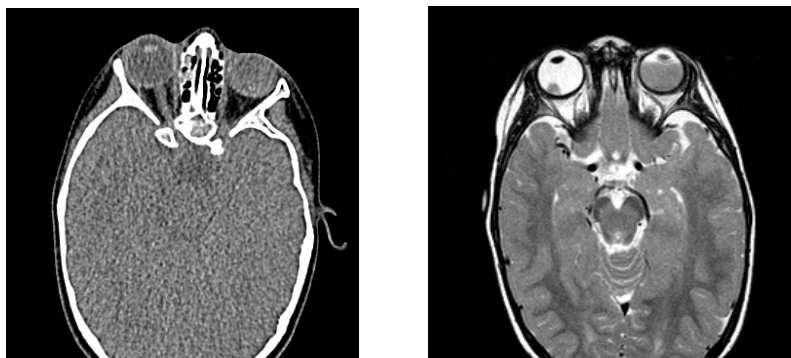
Аксиальные томографические изображения черепа пациента в плоскости глаз. На МРТ изображениях чётко дифференцируется новообразование глаза, на КТ – нет.
